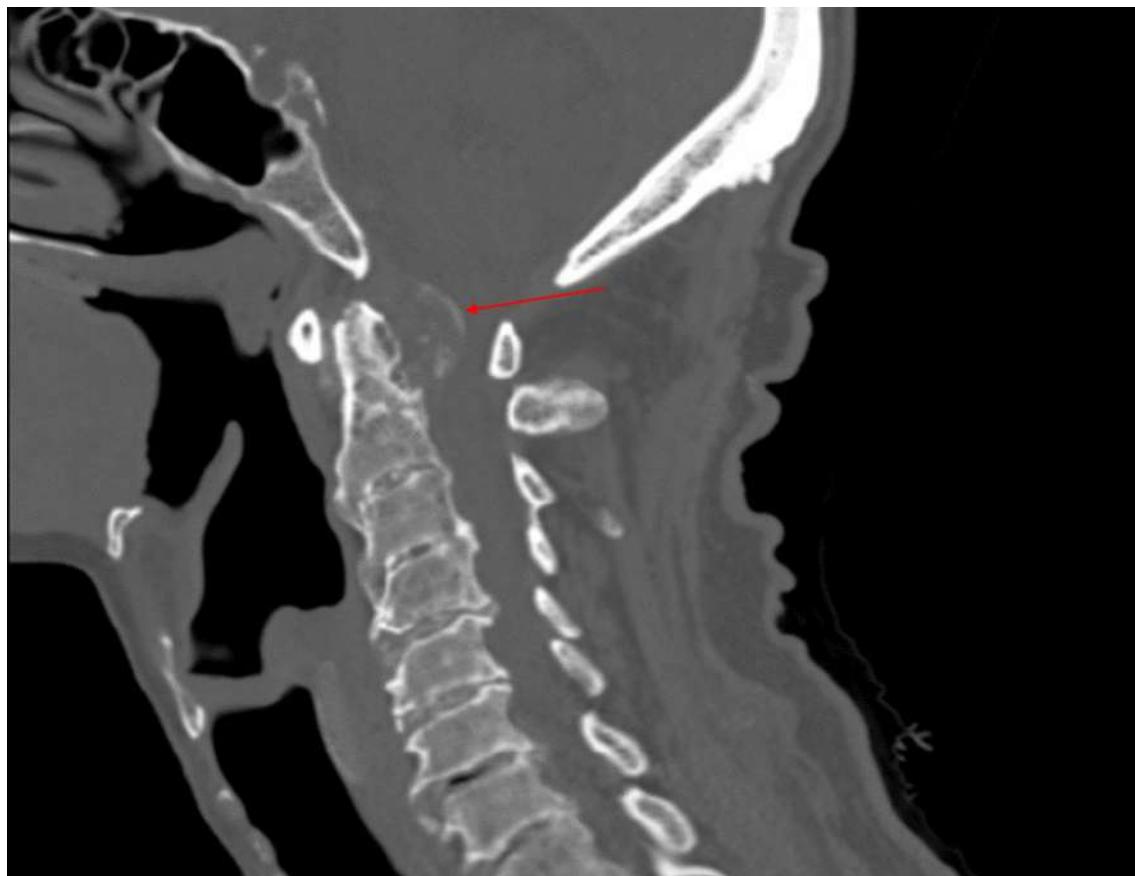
КТ шейного отдела позвоночника: крупная ретродентальная кальцинифицирующая масса по контуру поперечной связки атланта, приведшая к тяжёлому стенозу позвоночного канала.
